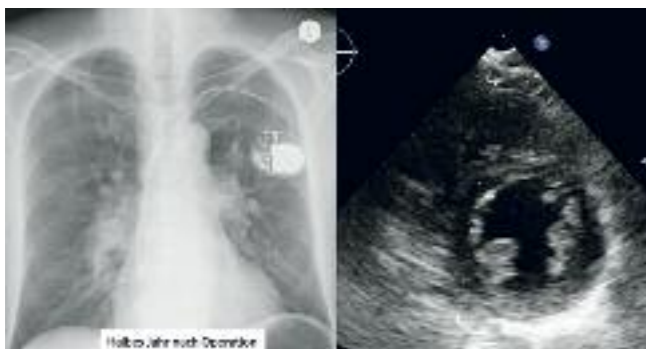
Ein halbes Jahr nach der Operation haben sich das Röntgenbild und das Echokardiogramm (vergleiche Abb. 1 und 3) fast normalisiert.
